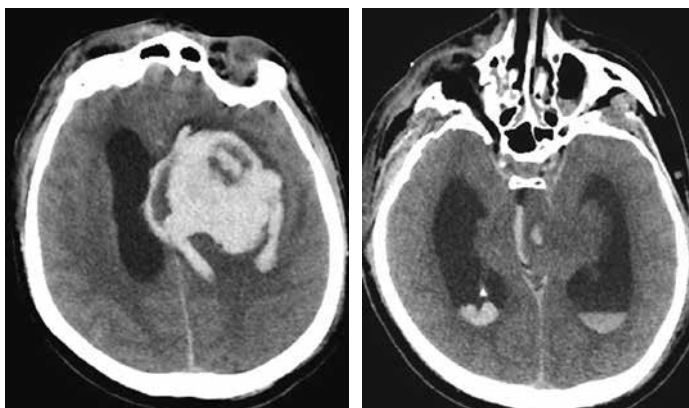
КТ головного мозга пациента Г. от 27.08.18г.
